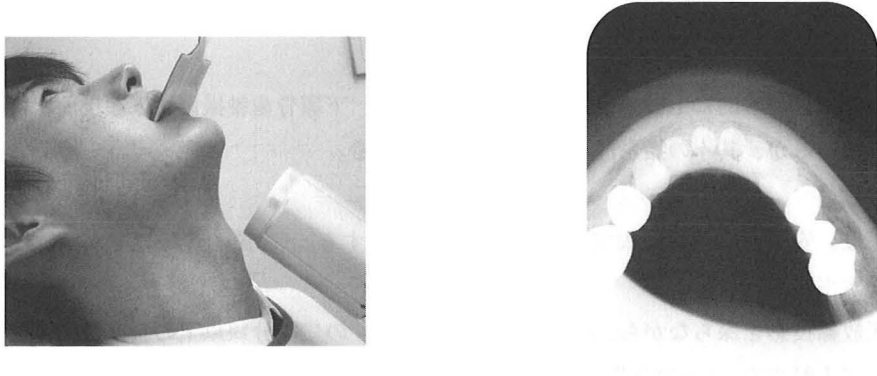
下顎歯軸撮影の概観（左）とX線写真（右）
